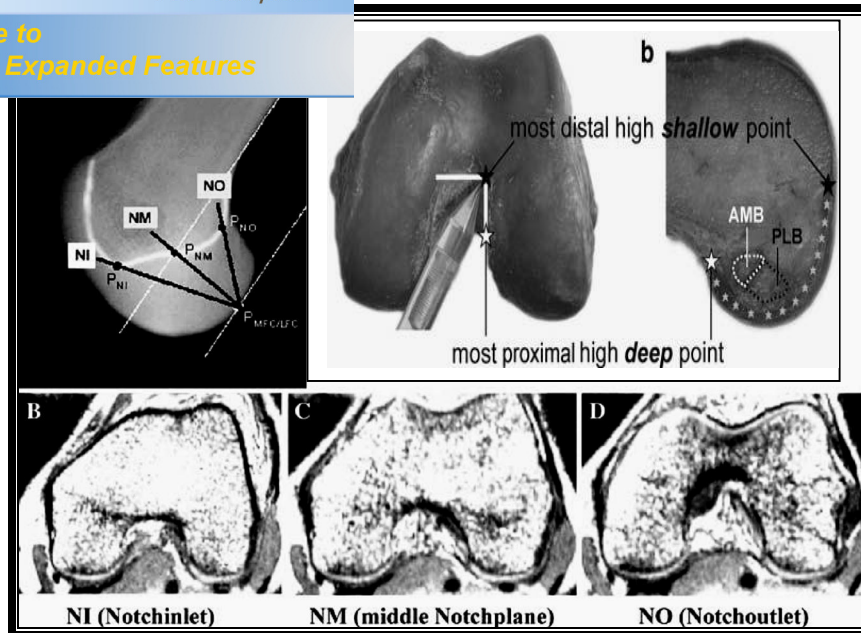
images IRM montrant les 3 plans de l'EIC.¹²
